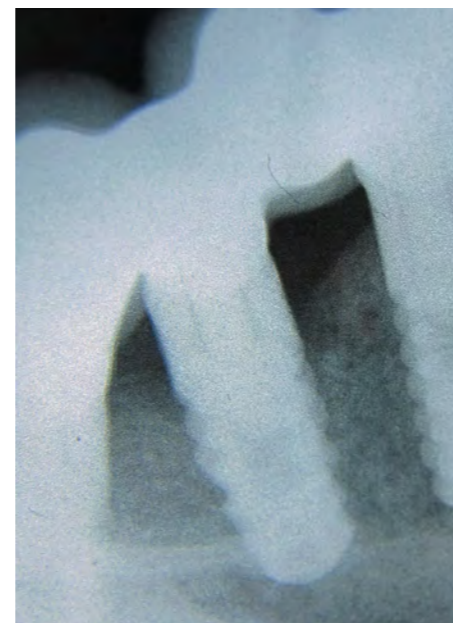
Рентгенологическая картина периимплантита.
